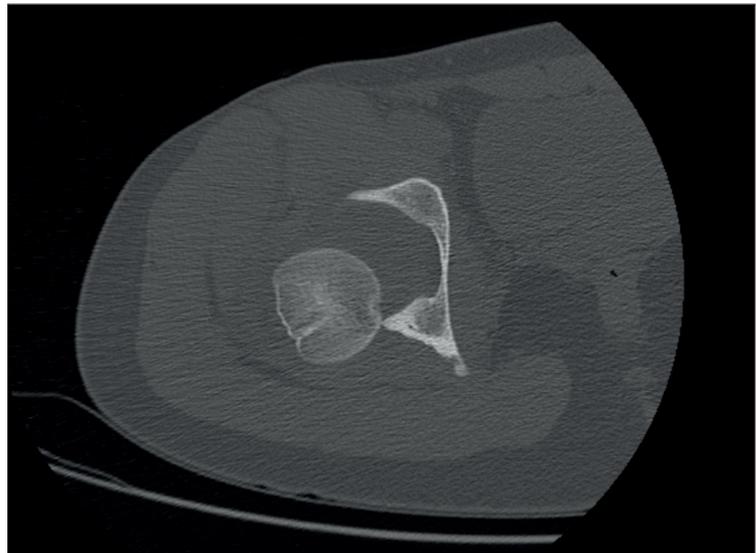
Tomografía axial computerizada. Corte axial que objetiva la situación posterior de la cabeza femoral respecto a cavidad acetabular.
